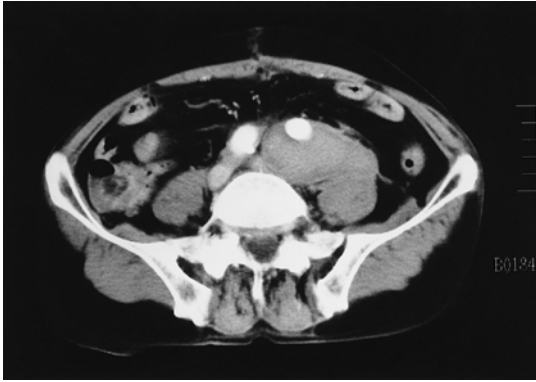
Abdominal CT scan reveals a hematoma around a graft (case 3)
